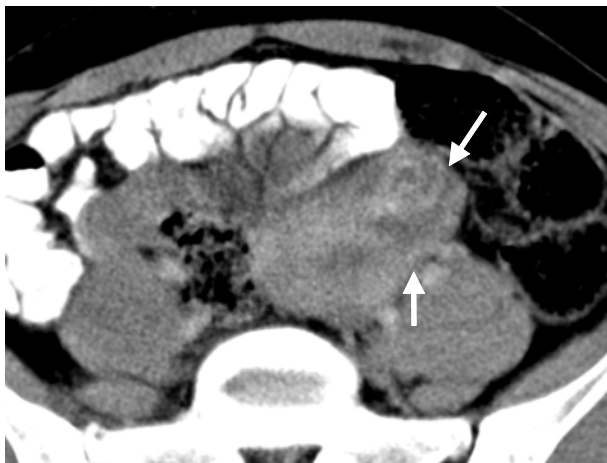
TC pélvica. Lesão nodular no corno esquerdo do útero, traduzindo a este nível invasão miometrial.
